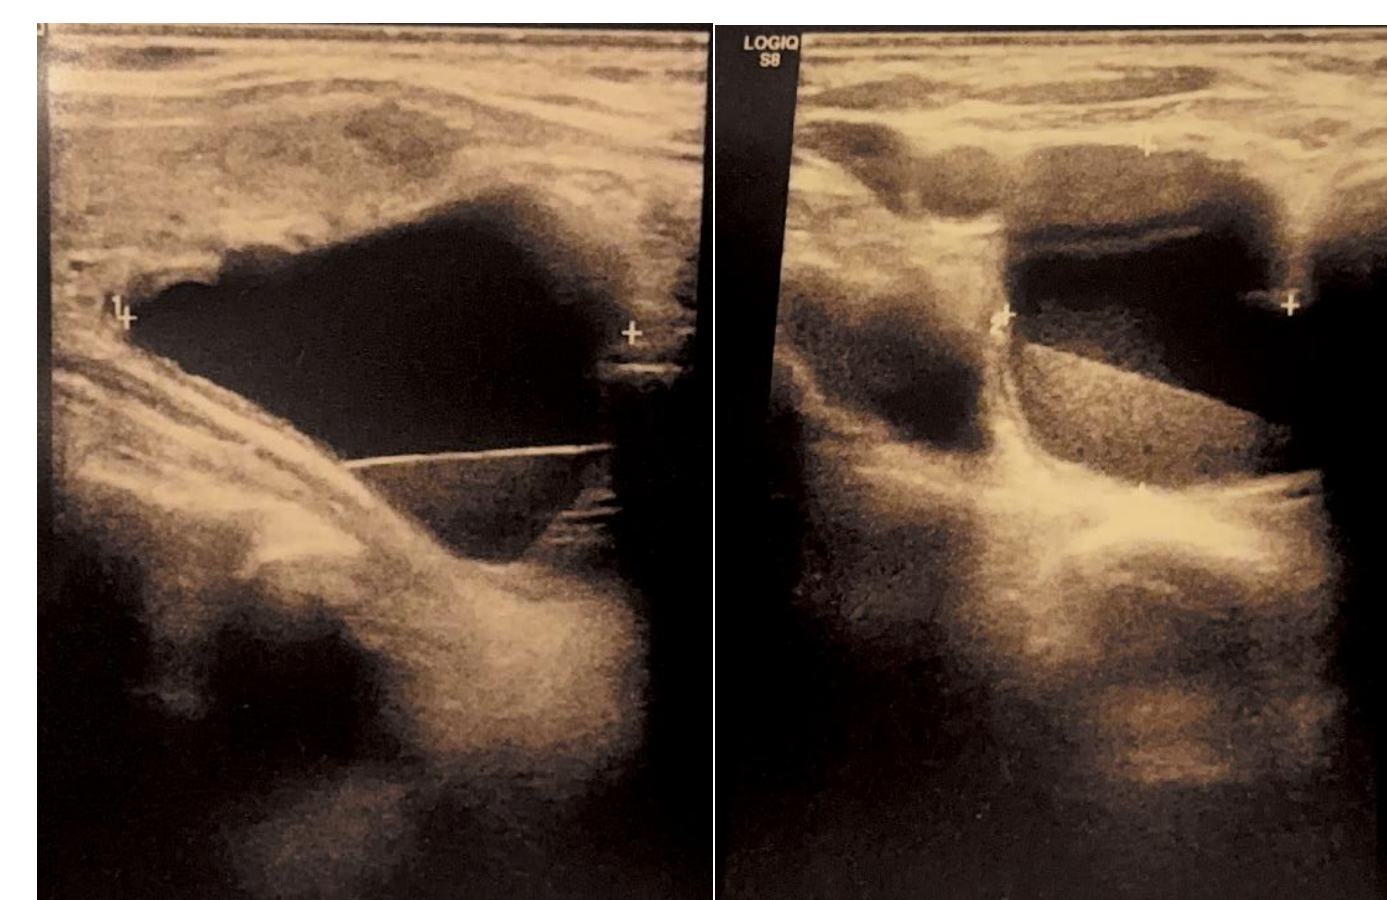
immagini ecografiche (longitudinale a destra; trasversale a sinistra).
